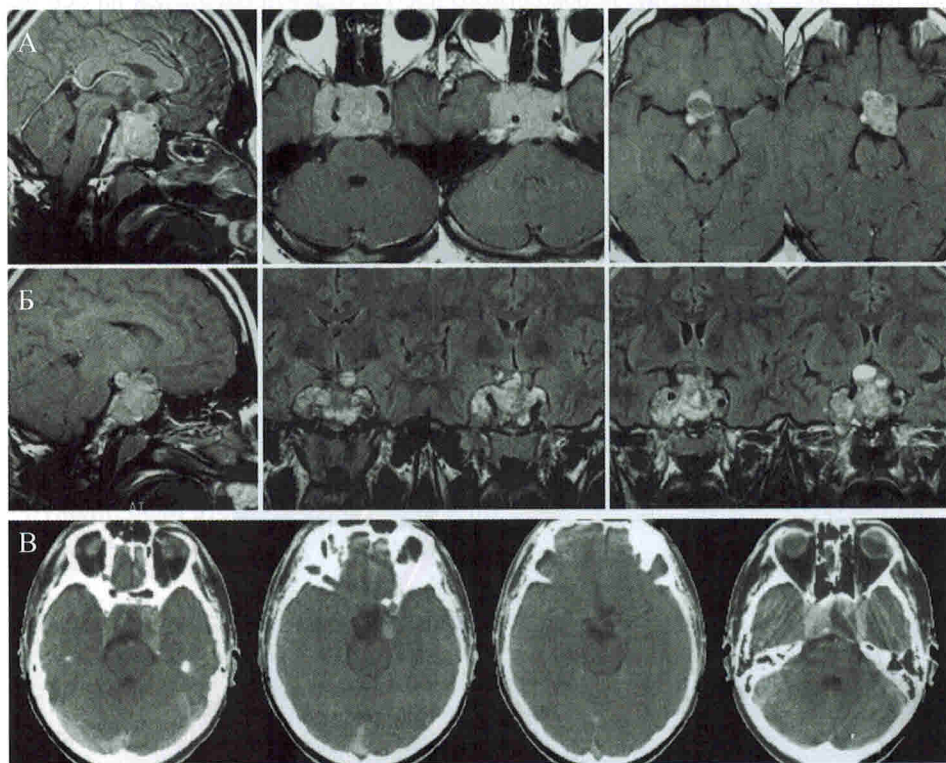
Эндо-супра-латеро-(D,S)селлярная аденома гипофиза (А, Б – МРТ до и В – КТ после транскраниального удаления опухоли).
